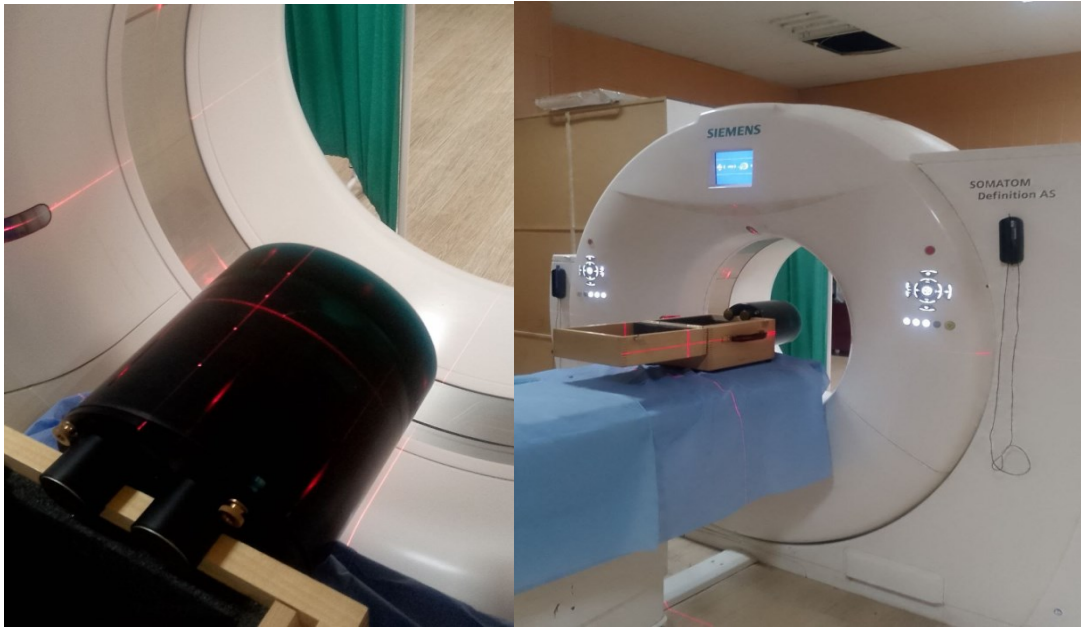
bruit à l'aide d'un fantôme dans un scanner (CT)
